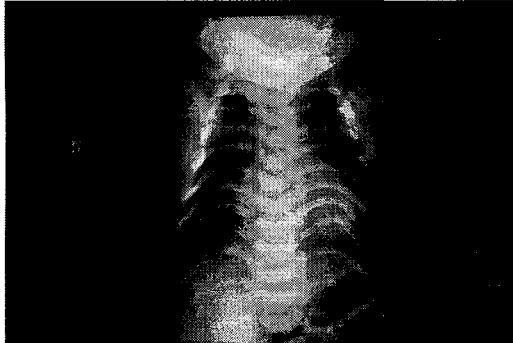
Chest X-ray shows the constriction of thoracic cage, horizontally oriented short ribs with clubbing of anterior ends and high-set clavicles.
